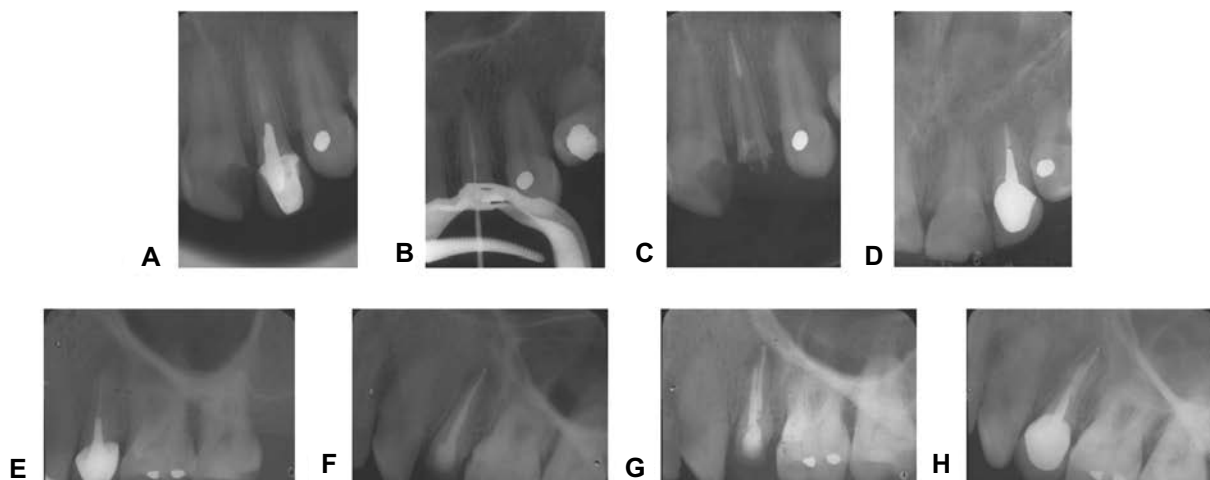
Retratamientos endodóncicos con remoción de postes intrarradiculares. (A), Radiografía inicial. (B) Eliminación de poste. (C) Retratamiento endodóncico con preparación para poste. (D) Restauración final de la pieza. (E) Radiografía inicial de premolar superior con lesión periapical. (F y G) Retratamiento endodóncico. (H) Reparación periapical después de 10 meses.
